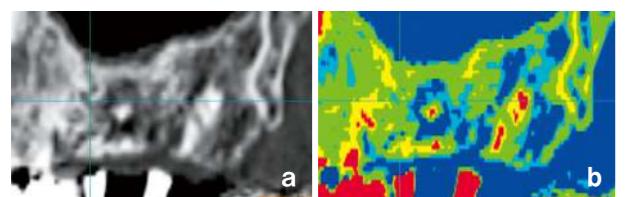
白黒のCT画像ではどこが硬い骨/軟い骨の詳細な区別はできないものの(a)、CT値に色づけをすると「上顎臼歯部ではD3(黄緑色)の骨質が多い」と一目でわかる(b)。
